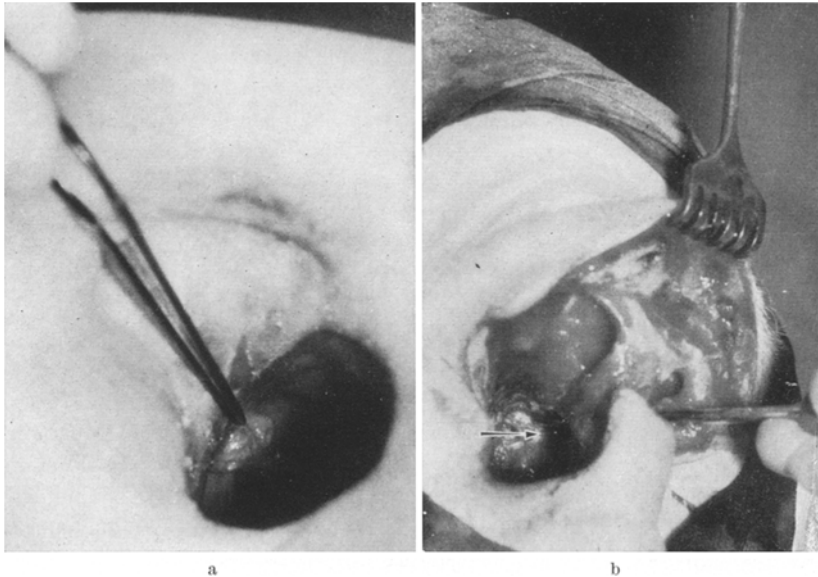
a Zustand nach Oberkieferresektion und Exenteratio orbitae wegen eines primären Nasen-Kieferhöhlencylindroms. Rezidiv 3 Jahre nach der Exenteratio. An der Oberfläche der Höhle nur kleines Tumorknötchen. Röntgenologisch rings um das sichtbare Rezidivgewebe poröse Knochenstruktur durch Knocheninfiltration. Innerhalb 4 Wochen Erblindung auf der Gegenseite. b Das Rezidiv hat sich unter den Narben und unter der Haut sowie der Schleimhaut weit in die Umgebung ausgebreitet: Unter der Haut in die gegenseitige Augenhöhle, über die Nasenwurzel auf die linke Seitenfläche der Nase, entlang des Epipharynxdachs in das linke Siebbein. Das Tumorgewebe, welches sich entlang des Planum sphenoidale entwickelt hatte, infiltrierte den N. bzw. Tractus opticus der Gegenseite (siehe Pfeil). Der Patient starb 1 1/2 Jahre nach der Revision des N. opticus an einer intracraniellen Ausbreitung des Cylindroms
